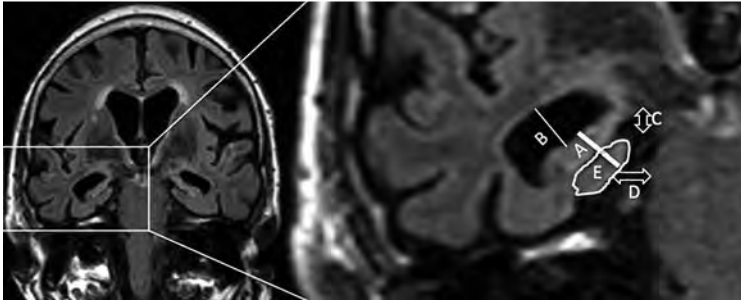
Koronare FLAIR-Aufnahme und Ausschnittsaufnahme des rechten Temporallappens. Die Atrophie des medialen oder mesialen (zum Mesenzephalon gelegenen) Temporallappens wird auf einer 5-Punkte-Skala von 0–4 bewertet, wobei die Höhe von Hippokampus und entorhinalem Kortex (A), die Weite des Unterhorns (B), die vertikale Höhe der Fissura choroidea (C) und die horizontale Distanz vom Hirnstamm bis zum Hippokampus (D) betrachtet werden [17]. Hilfreich ist auch die isolierte Betrachtung der Größe des entorhinalen Kortex (E), also des Areals des Gyrus parahippocampalis, in dem die Pathologie des Morbus Alzheimer beginnt.
